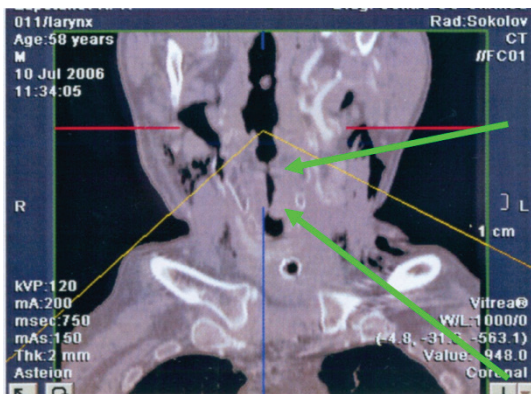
На томограмме определяется утолщение и деформация контура срединного отдела левой половины гортани.
